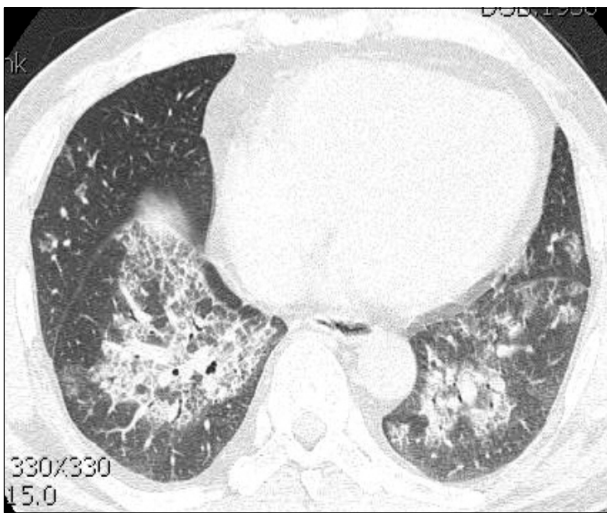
Chest CT before lung lavage shows crazy-paving appearance and interlobular septal thickening in both lung.
